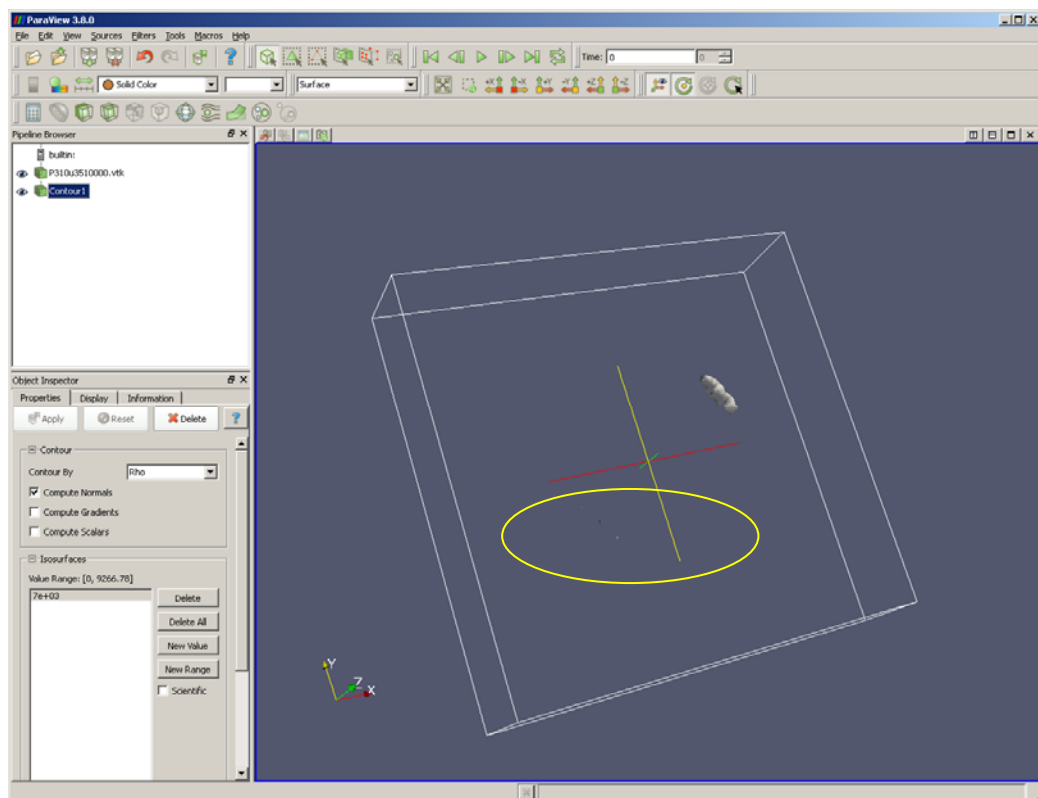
Verhältnis der Maxima bei der mit dem SIRT-Algorithmus rekonstruierten SPECT-Aufnahmen
